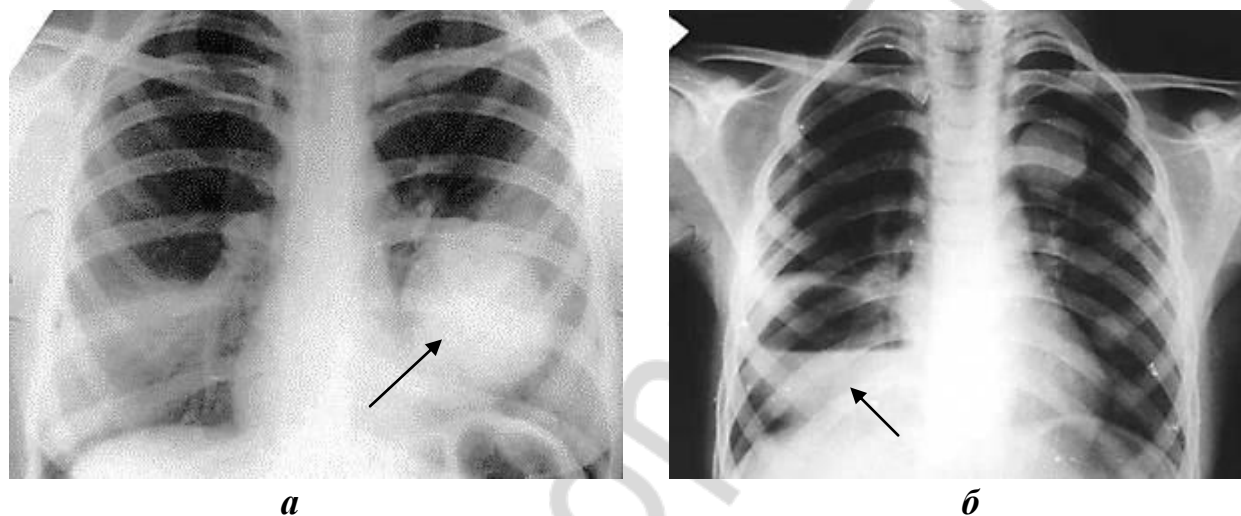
Рентгенограмма легких:
